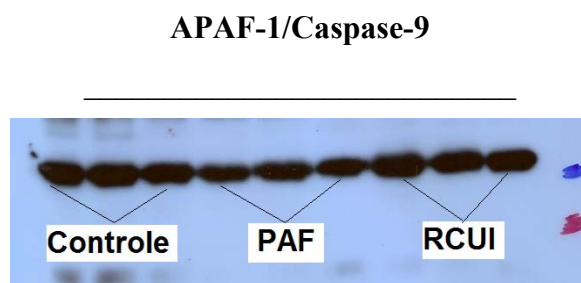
Bandas auto-radiografadas da expressão de APAF-1/Caspase-9 nos Grupos Controle, PAF e RCUI.
